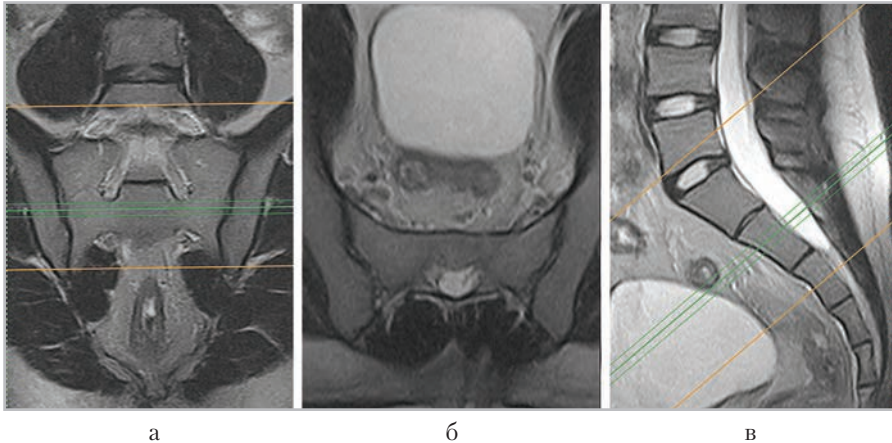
МР-томограммы, полученные для планирования аксиальных срезов (б) в сагиттальной (в) и коронарной (а) плоскостях
